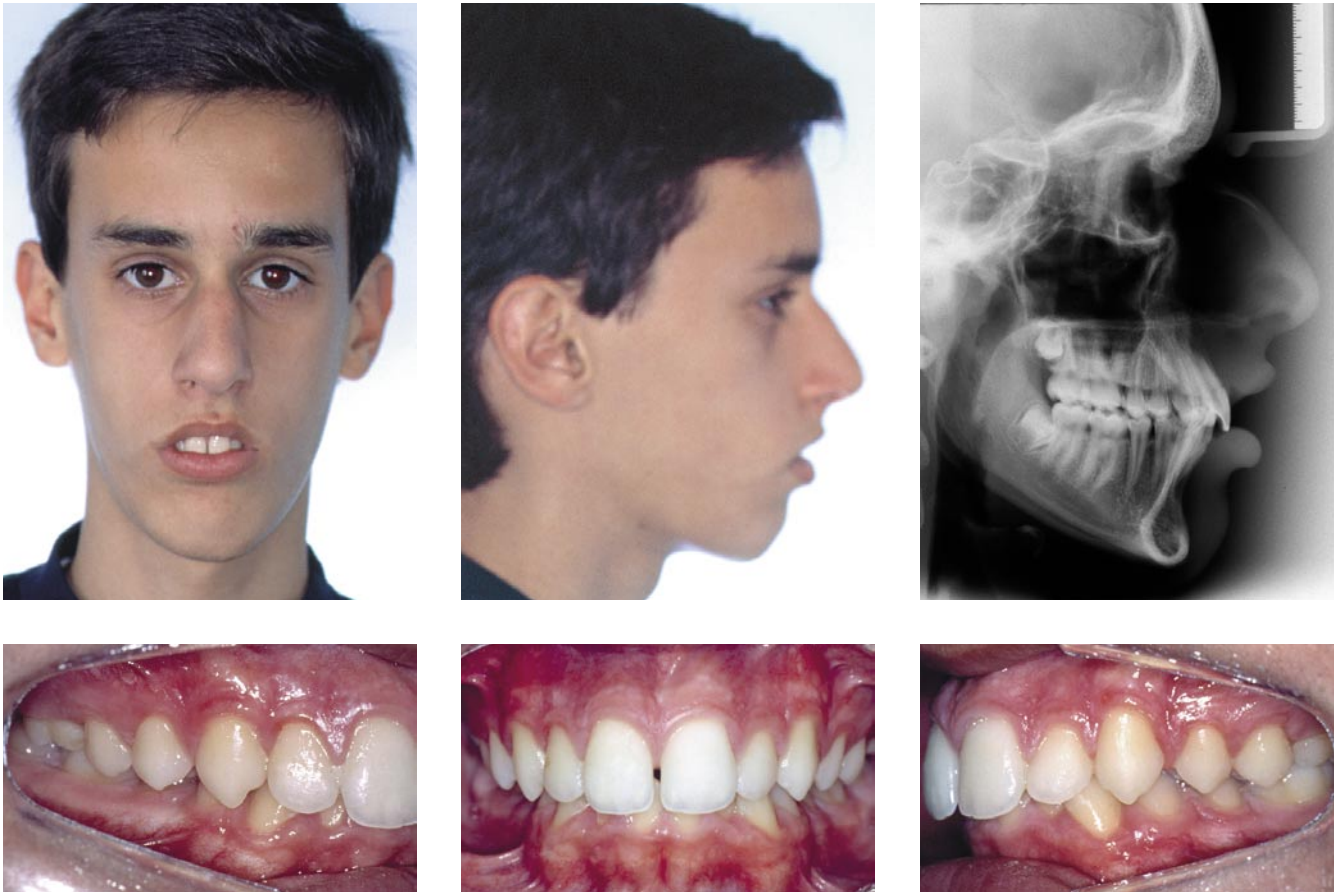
Fotografias extrabucais, telerradiografia e fotografias intrabucais de um paciente padrão face longa, Classe I.
